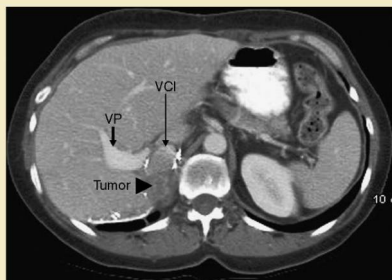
TC con contraste antes de la ablación por radiofrecuencia que muestra un tumor adrenal derecho muy cerca del hígado, vena porta (VP) y vena cava inferior (VCI).
